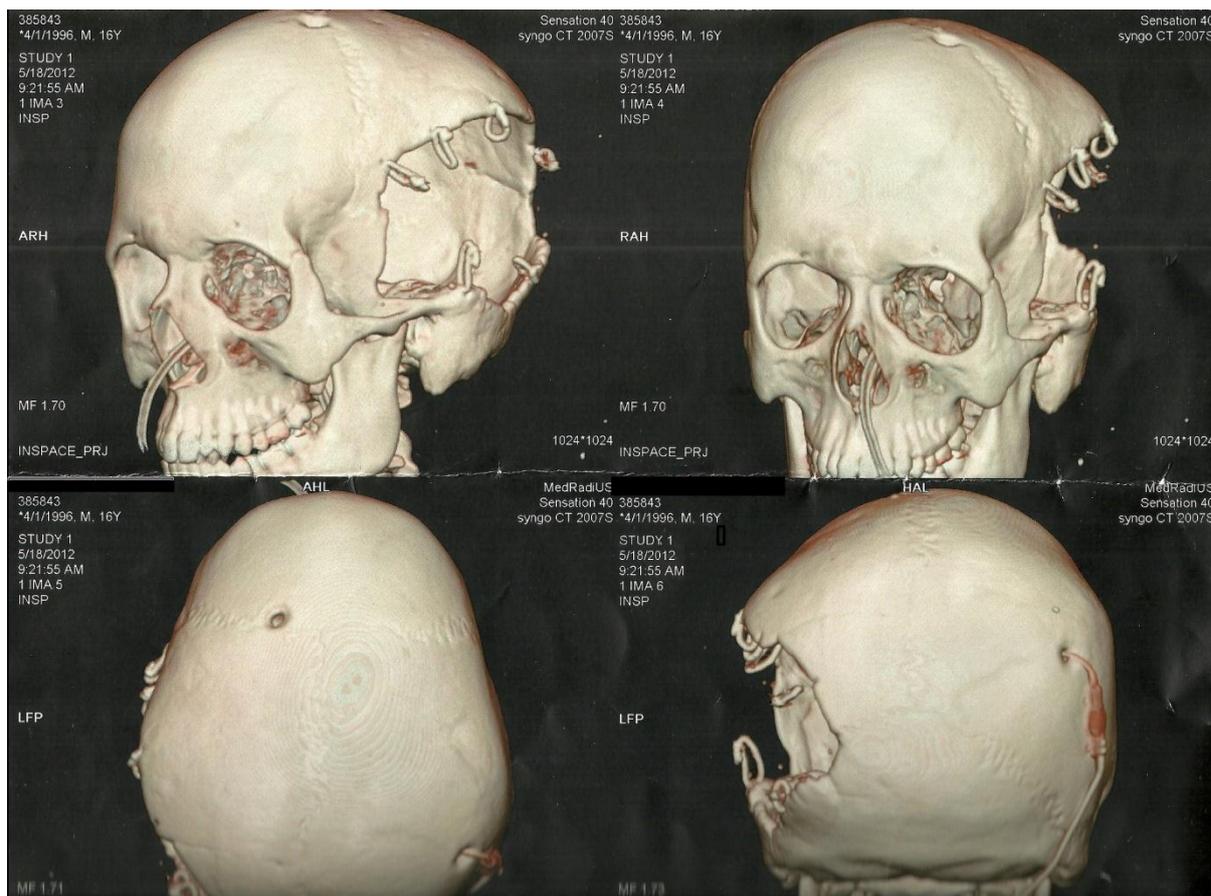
Tomografia de Crânio, reconstrução em 3D.
